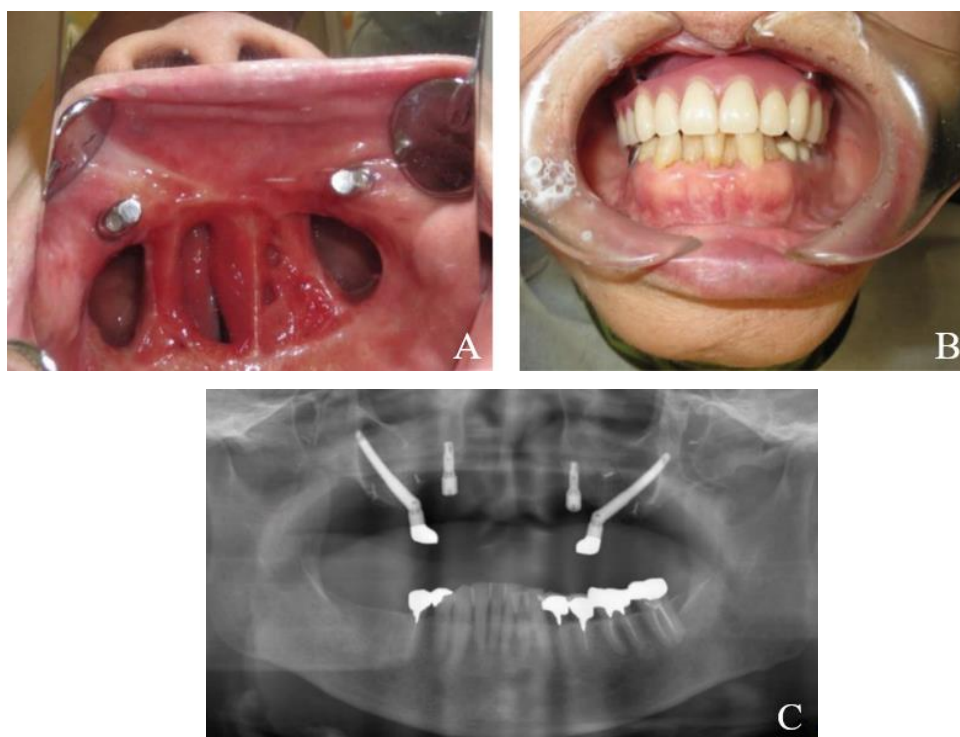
Representação de reabilitação maxilofacial classe IIC após maxilectomia com recurso a implantes zigomáticos: A- fotografia intraoral após maxilectomia e colocação de 2 implantes zigomáticos; B- vista intraoral com a prótese maxilofacial colocada; C- ortopantomografia com osteointegração dos implantes. Adaptado de Ozaki et al. (2015).
